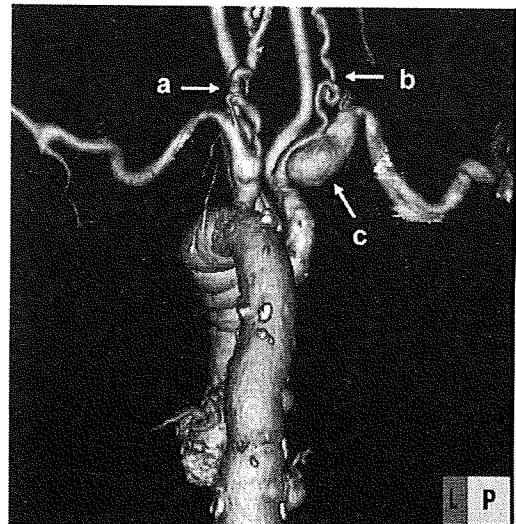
LDS患者で認めた血管蛇行像（48歳女性、*TGFBR2*遺伝子変異）の3次元CT血管画像
